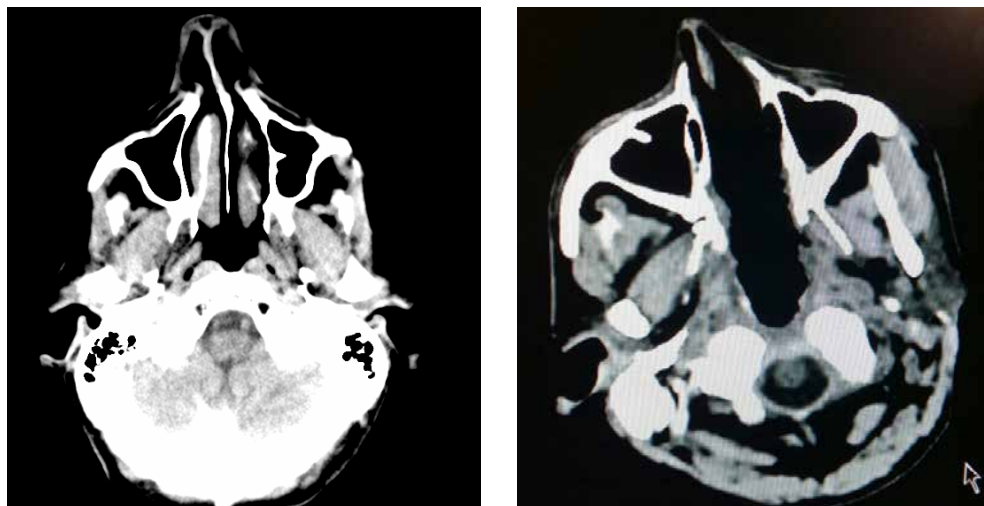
Comparación de cortes axiales de TAC de cerebro, facial y senos paranasales donde podemos observar una necrosis de todas las estructuras óseas y de partes blandas de la línea media: los dos tercios posteriores de septum, cornetes, llegando hasta base de cráneo (CLIVUS).
